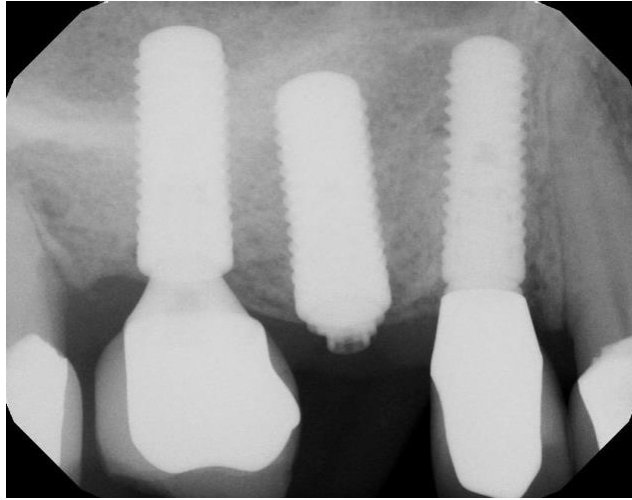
Radiographie mettant en évidence la fracture du pilier et de sa vis ²⁰¹
